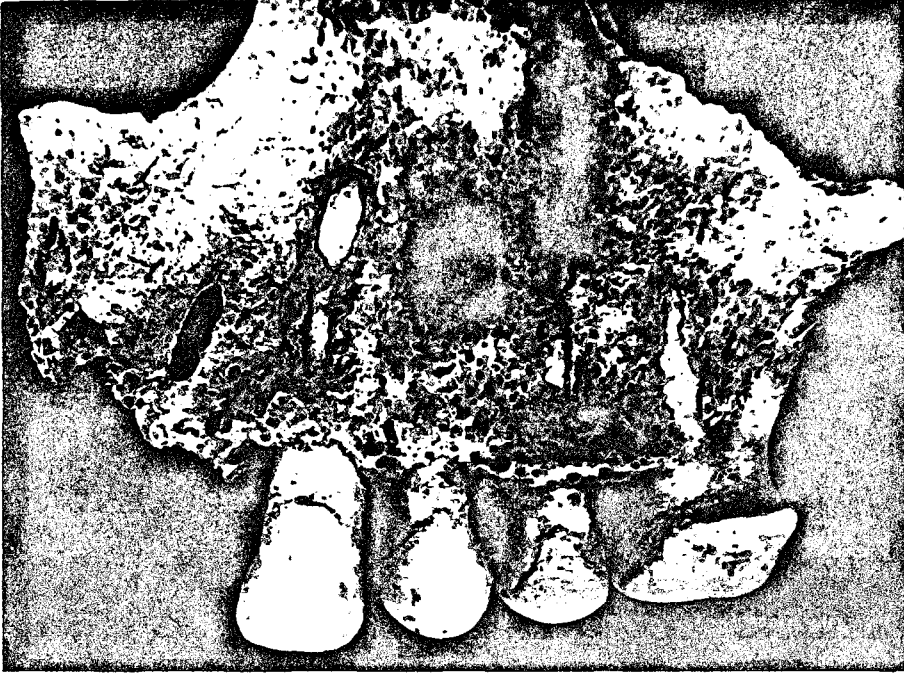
İTK'85 8 Nolu Bireyde Gözlenen Periyodontal Hastalık ve Kök Çürüğü
